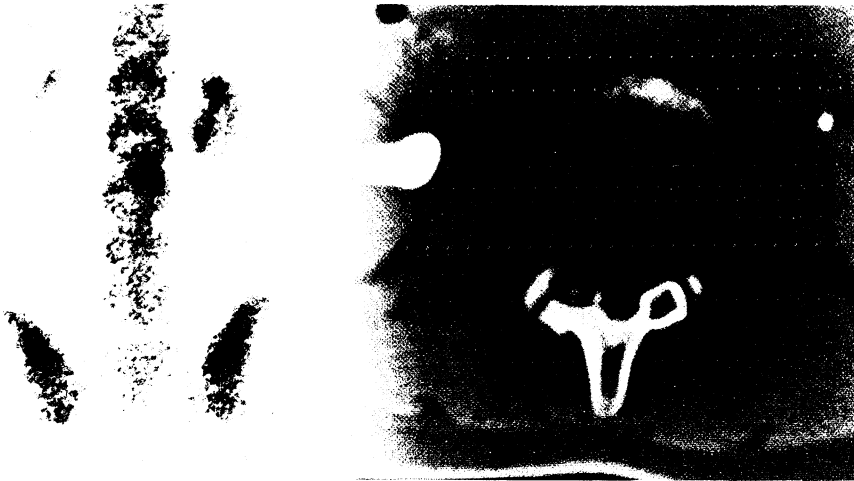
Skelettszintigraphie: Anreicherung in Projektion auf LWK 2/3 rechts. CT: Knochendestruktion im Bereich des Intervertebralgelenks LWK 2/3 rechts, zentrale Verkalkung im transparenten Nidus
